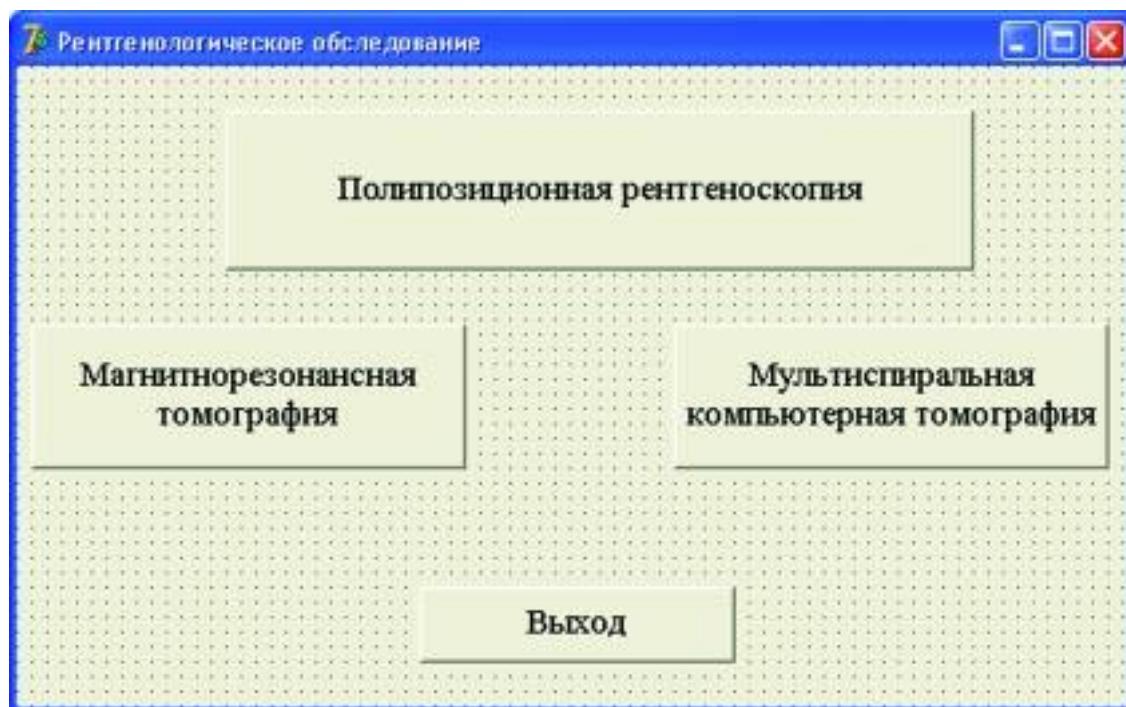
Четвертый модуль (P4.ras.), инновационной полипозиционной рентгеноскопии.
